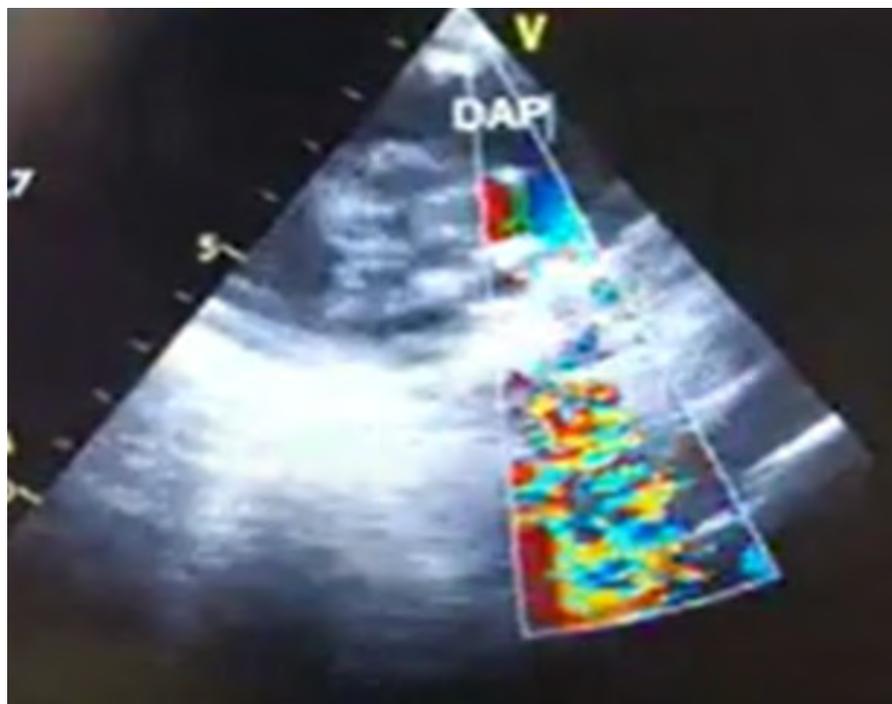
Ecocardiograma Doppler (Primer Estudio): Ductus arterioso persistente (DAP).
